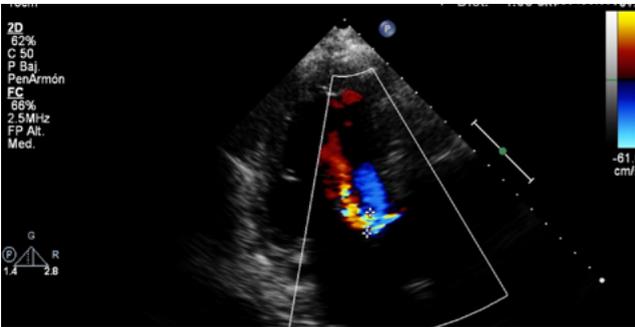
Ecografía cardiaca del paciente donde se aprecia válvula aórtica con jet de regurgitación excéntrico
